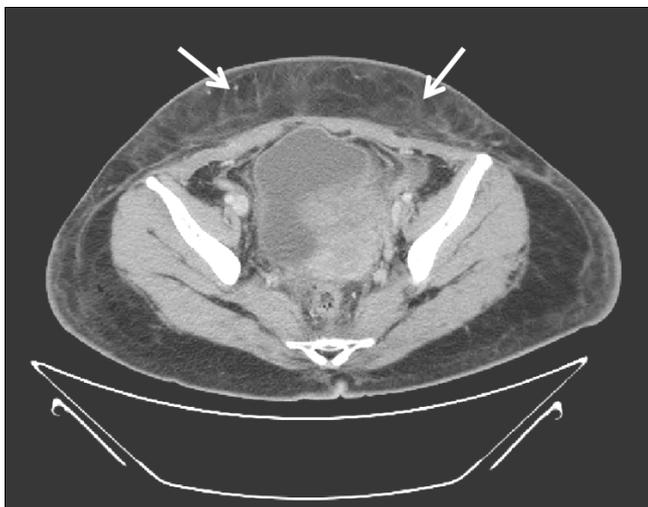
Abdomen and pelvis computed tomography showed subcutaneous multiple free airs (arrow) and diffusely infiltrated subcutaneous tissue of bilateral lower abdominal wall.
